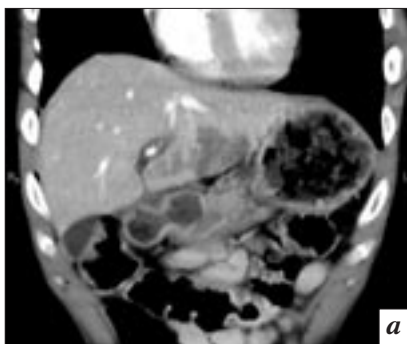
МСКТ брюшной полости с контрастным усилением: а – в левой доле печени участки сниженной плотности (подкапсульный разрыв); б, в – в воротах печени, в зоне бифуркации собственной печеночной артерии определяется ложная аневризма с пристеночным тромбозом.
